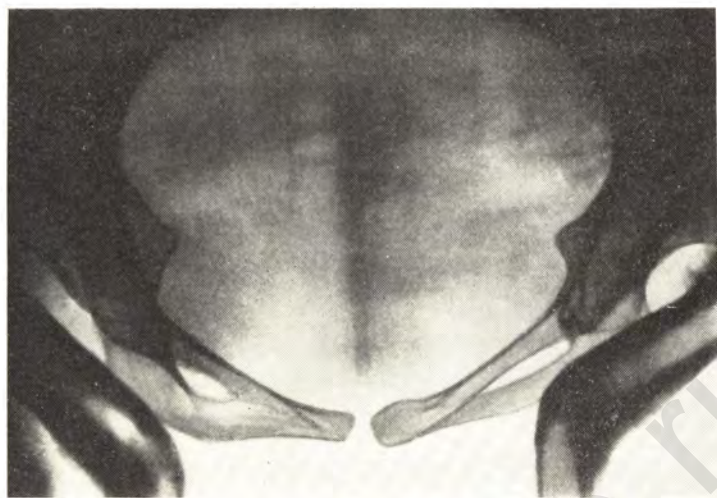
Рентгенограмма входа в таз. Вход в малый таз поперечно-овальной формы. Двусторонний вывих в тазобедренных суставах.
